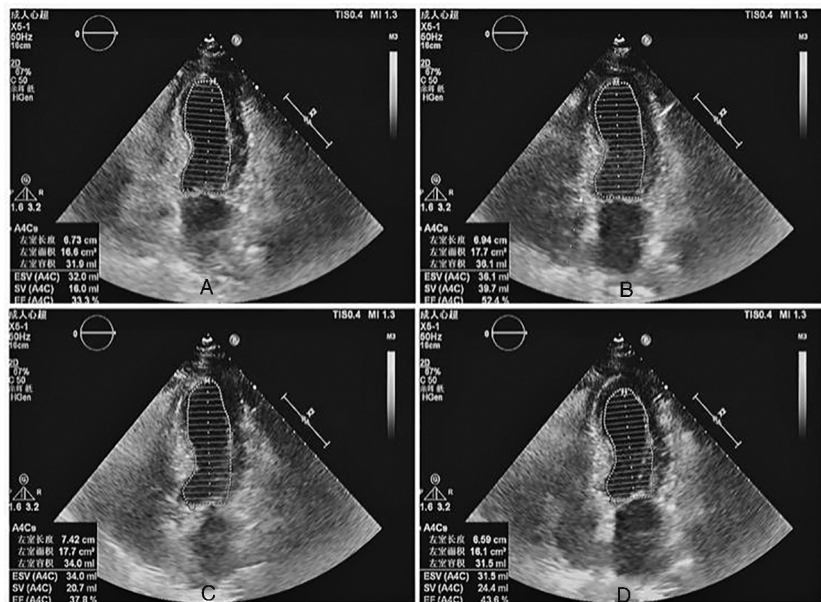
PCI 术后 3 天和出院后 3 个月典型心脏彩色超声图 2 组均采用 Simpson's 法(心尖四腔切面)检测。上行为前列地尔组: A 为术后 3 天; B 为出院后 3 个月。下行为对照组: C 为术后 3 天; D 为出院后 3 个月。
